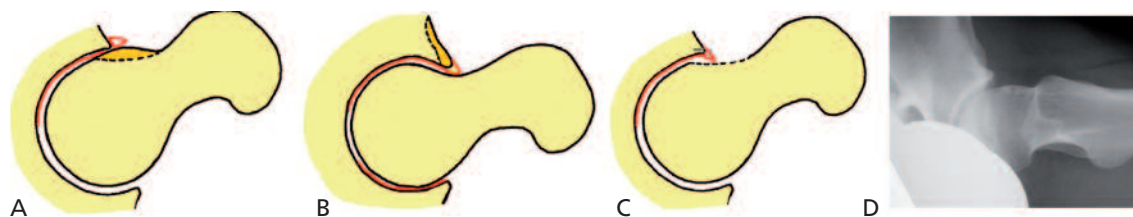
A, Lesione tipo CAM, con lesione del ciglio acetabolare; B, Lesione tipo PINCER; C, Risultato finale dopo osteoplastica e sutura del ciglio; D, Radiografia di un caso di impingement, con presenza della caratteristica "herniation pit" del collo.
